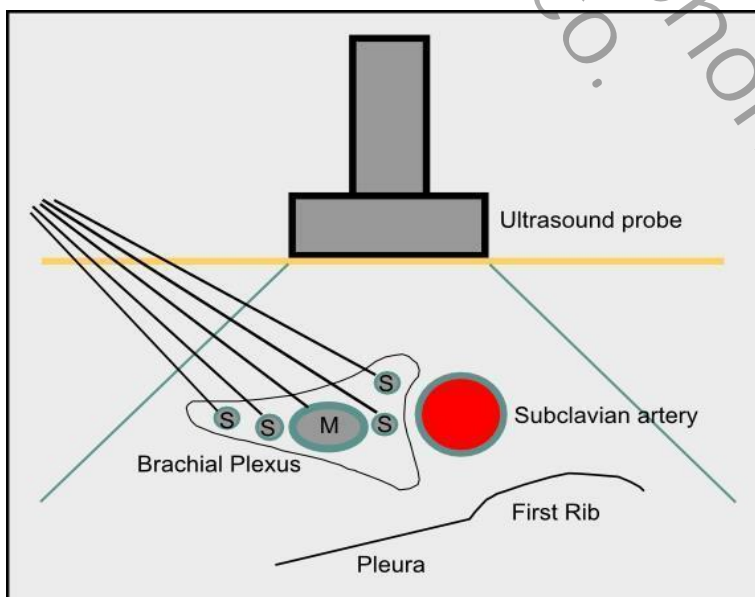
Abordaje de plexo supraclavicular guiado por ultrasonido
